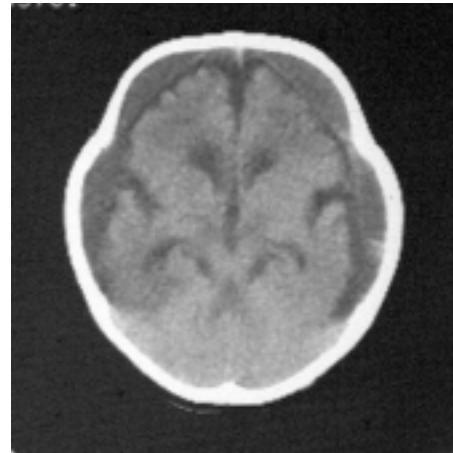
КТ ребенка в возрасте 1 мес с двусторонним субдуральным кровоизлиянием. В правой лобно-височной области визуализируется свежее кровоизлияние (участок повышенной плотности) в хроническую субдуральную гематому. Неонатальные судороги при дебюте генерализованные клонические, затем парциальные левосторонние тонические
